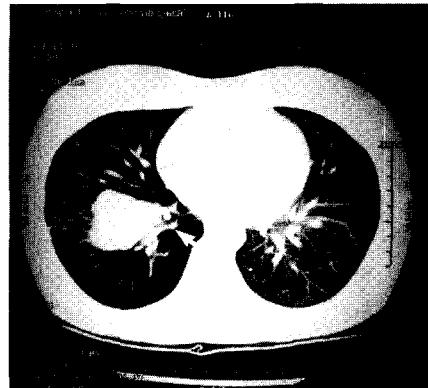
Preoperative chest computed tomography shows endobronchial mass(white arrow) on right lower lobar bronchus.
